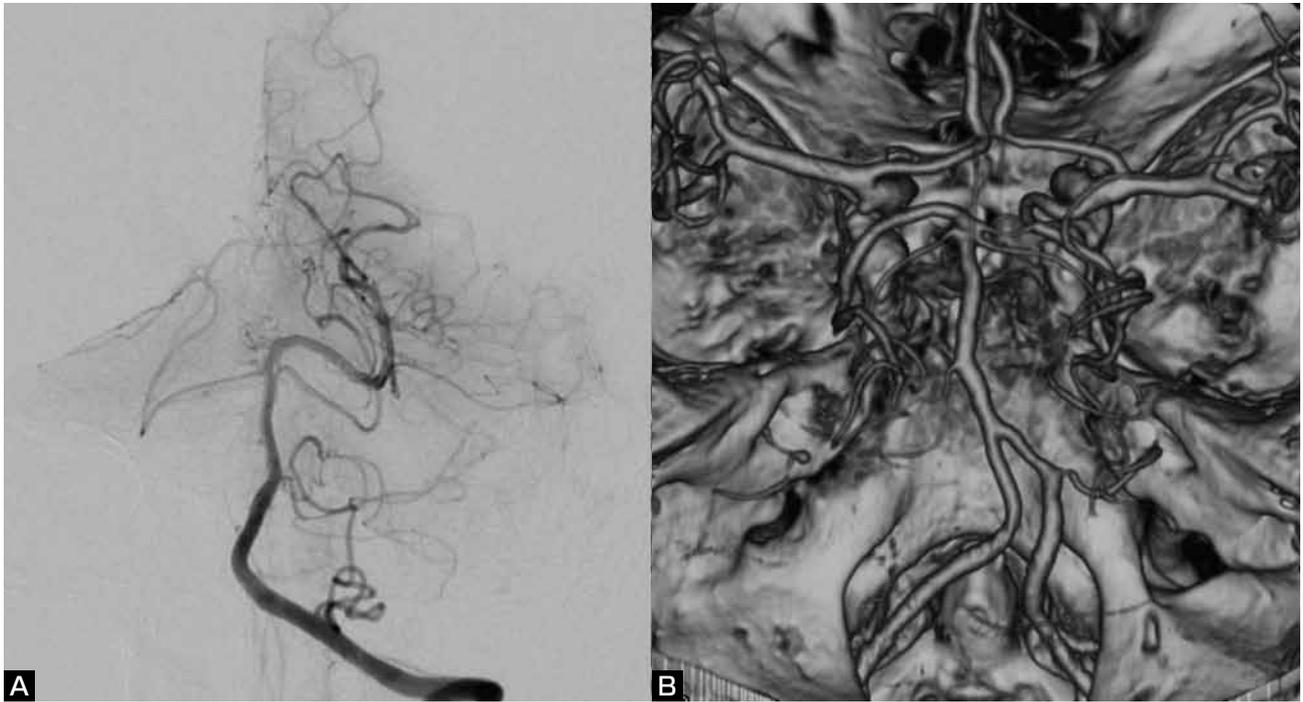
Preoperative left vertebral angiography (A) and 3D-CTA (B) do not show any aneurysms in the posterior circulation.
